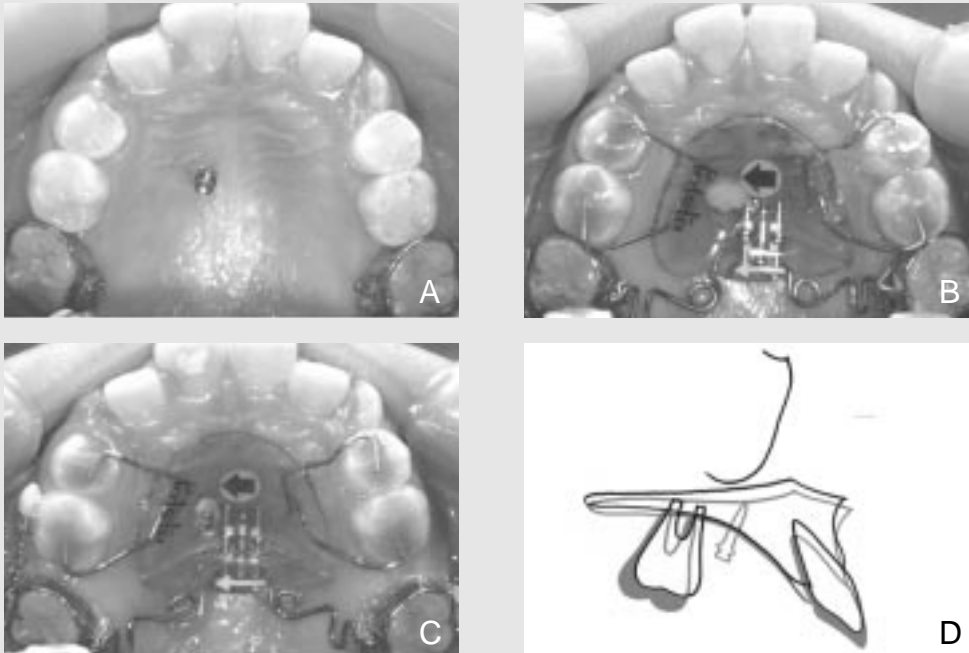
미니 임플란트에 의해 지지된 펜듈럼 K. A, 미니 임플란트 식립 직후; B, 펜듈럼 K를 장착하고 미니 임플란트를 Nance 버튼에 매몰한 상태; C, 펜듈럼 K에 의한 대구치 원심이동 완료 후; D, 펜듈럼 사용 전후 두부계측방사선사진 중첩. 절치의 순축 경사가 방지되었다.
